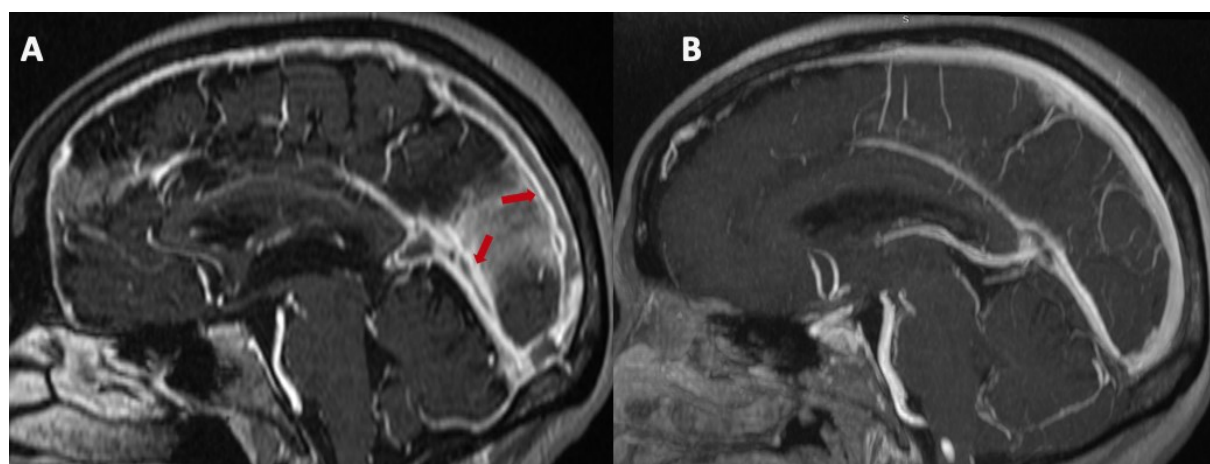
Angio-IRM veineuse d'une patient admise pour TVC du SSS étendue au système veineux profond (A) avec reperméabilisation complète à l'imagerie de contrôle (B) après un traitement de 06 mois par AVK.
